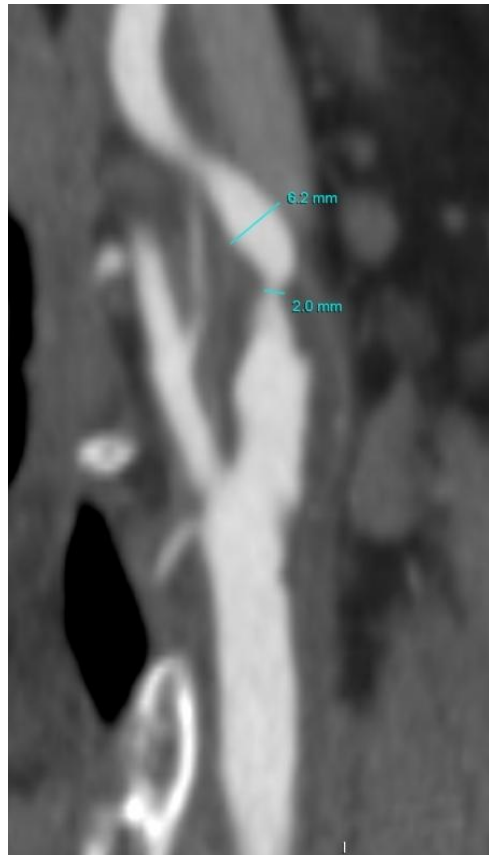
Imagen de estenosis crítica en carótida interna en un corte longitudinal de una tomografía computarizada
